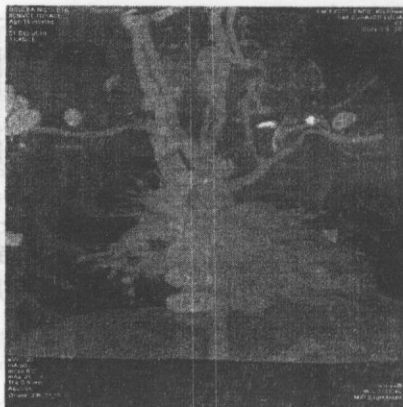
TC a cutiei toracice cu angiografie.
